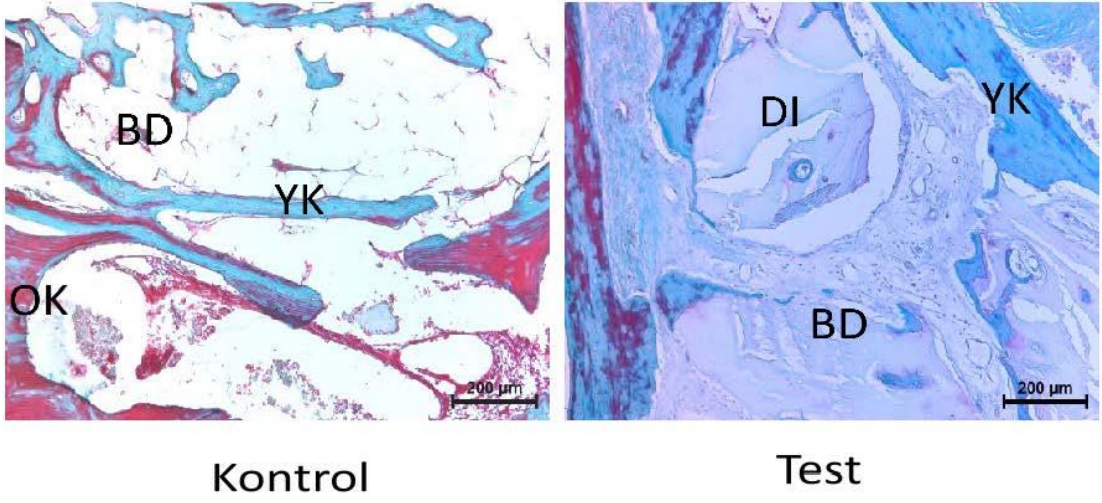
Doku iskelesi etrafındaki hafif ile orta derecedeki doku yanıtı (YK: Yeni Kemik, TK: Trabeküler Kemik, BD: Bağ Dokusu, DI: Doku İskelesi)
